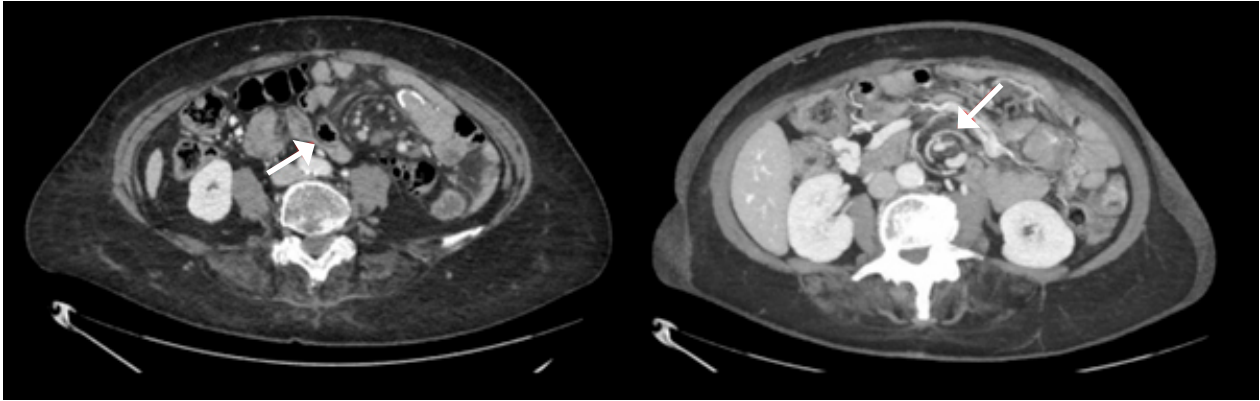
TC de abdomen con contraste. En la imagen de la izquierda se puede apreciar el asa intestinal herniada a través del defecto de Petersen (flecha), espacio virtual creado tras la ileostomía en Y de Roux. En la imagen de la derecha, se aprecia marcada distorsión de la anatomía mesentérica que se manifiesta por elongación y estrechamiento anómalo de estructuras vasculares arteriales y venosas con "signo del remolino" en la raíz del mesenterio (flecha), con inversión segmentaria de la disposición de vena y arteria mesentéricas superiores, lo que genera compromiso vascular a dicho nivel.
